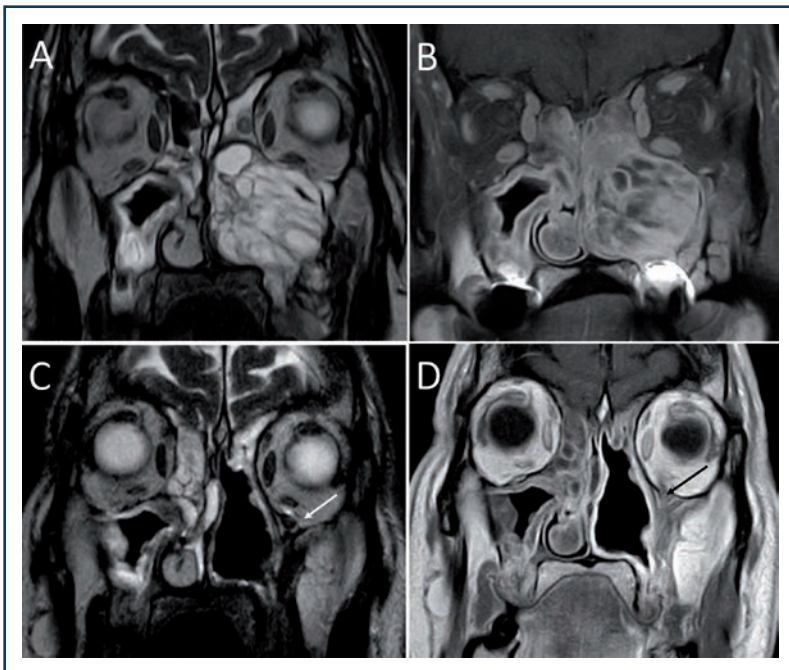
(A,B) IRM en séquences T2 et T1 injecté pré-opératoire d'un améloblastome de l'infrastructure du maxillaire gauche, (C,D) IRM à deux ans post-opératoire montrant un tissu fibro-graisseux de remplacement du sinus maxillaire gauche venant au-delà, médialement, de la position anatomique du V2 (flèches).
